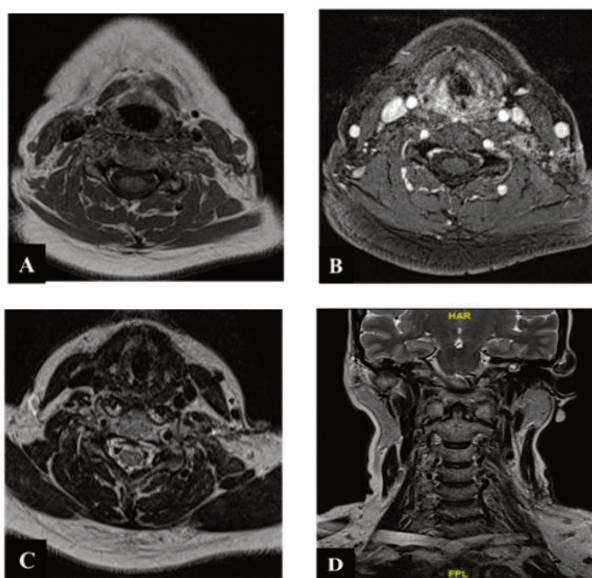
IRM cervicale de contrôle 45 jours après chirurgie
